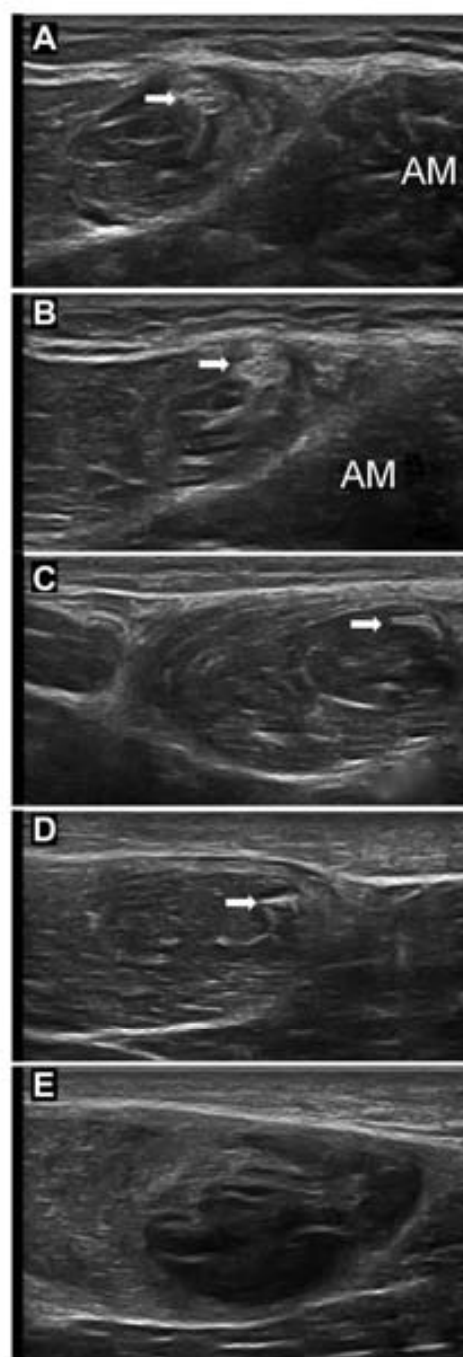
Cross-sectional ultrasound of an injured gracilis (case 5). The ultrasound scan shows the insertion tendon (arrows) (A-D) and a rupture of the gracilis (E), located in the posterior muscle aponeurotic area. AM, adductor major.
